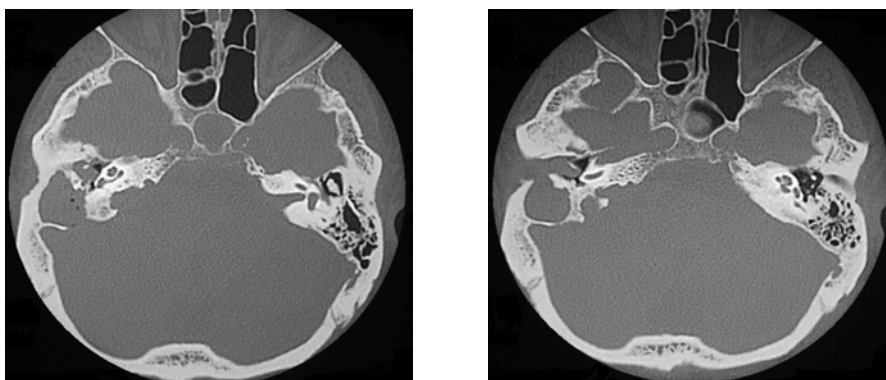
IMÁGENES DE TC DE AMBOS OIDOS: colesteatoma de oído derecho que produce una amplia destrucción mastoidea y caja timpánica.
